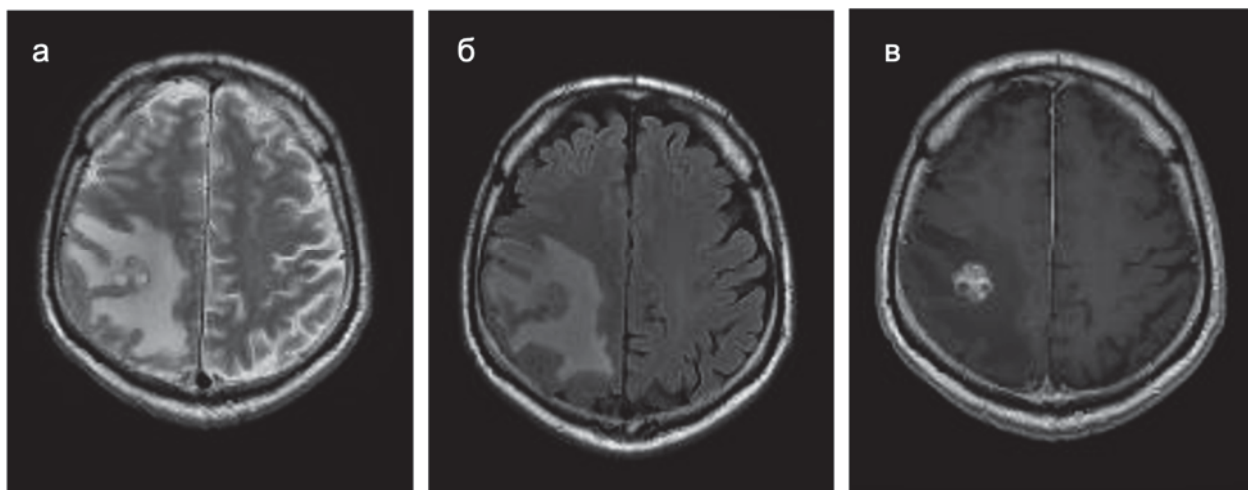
МРТ до операции, аксиальные проекции. Внутримозговая опухоль правой теменной доли с небольшим фокусом гетерогенного накопления контрастного препарата и обширной зоной отека/инфильтрации.
